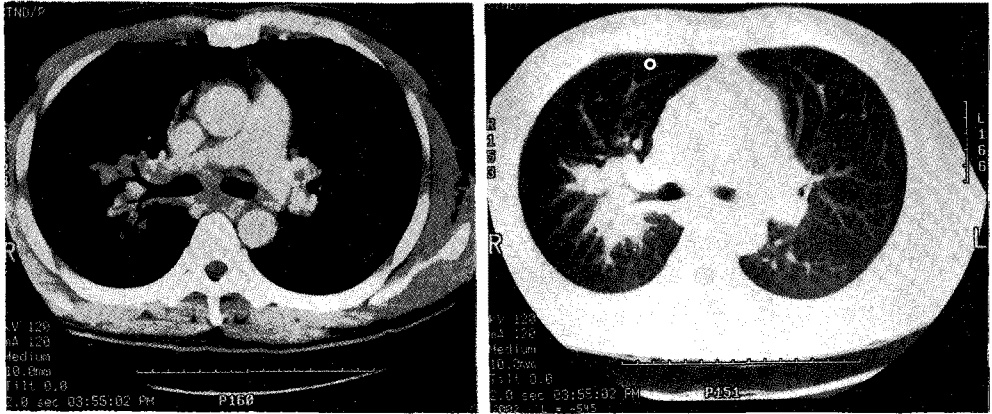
Chest CT scan shows right perihilar mass and enlargement of ipsilateral hilar and contralateral mediastinal lymph node with metastasis of right peritracheal, subcarinal, left supraclavicular and left posterior paraspinal lymph nodes.
